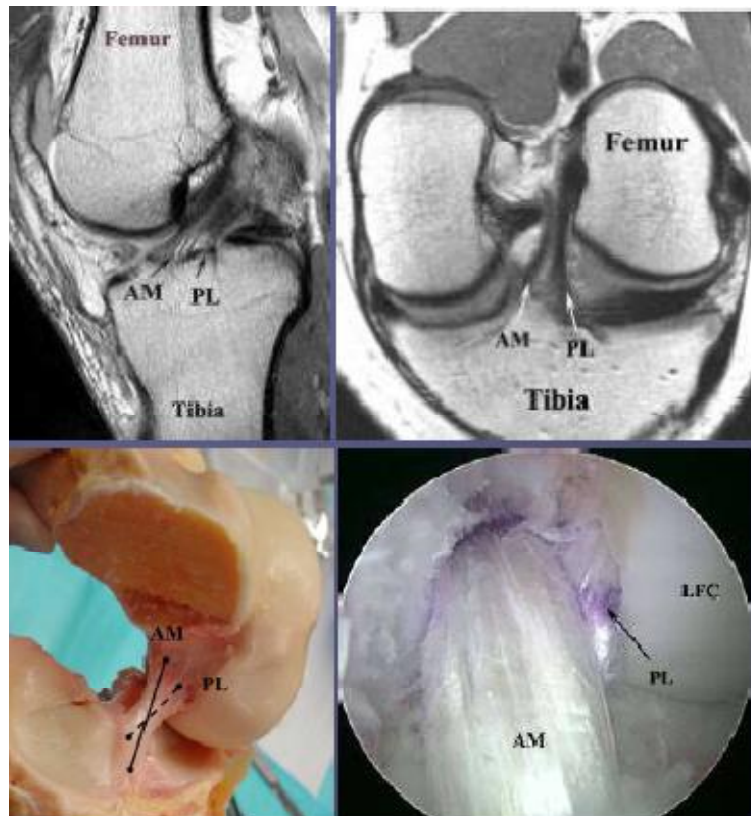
l'architecture des ligaments croisés sur l'IRM [13]
